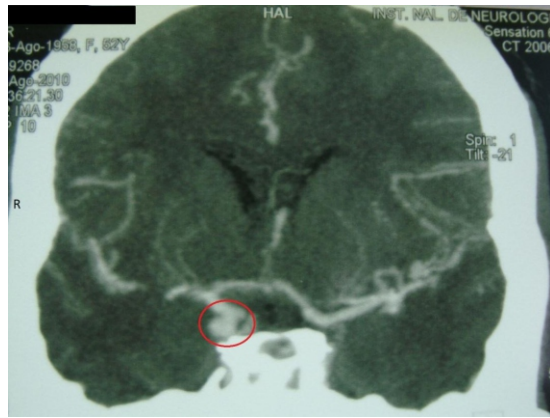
Angiotomografía corte coronal contrastada que muestra aneurisma de la arteria comunicante posterior derecha "paciente 5".
